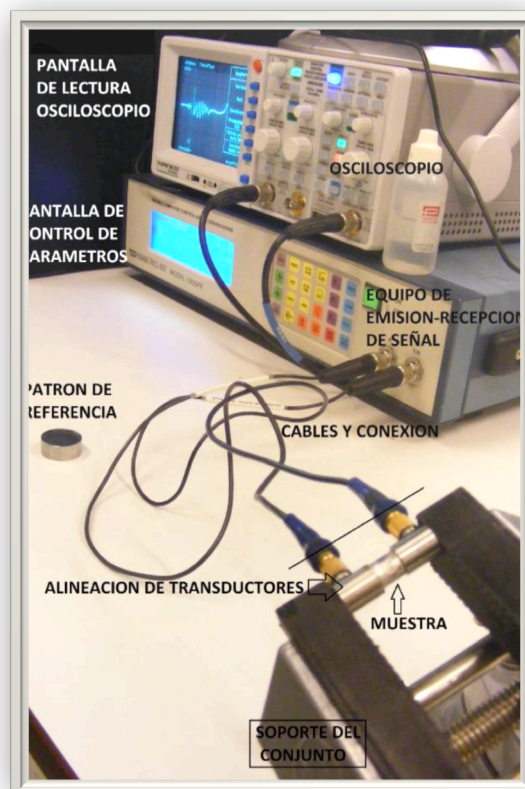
Método de ultrasonidos para tipificado de propiedades elásticas de aleación metálica.
